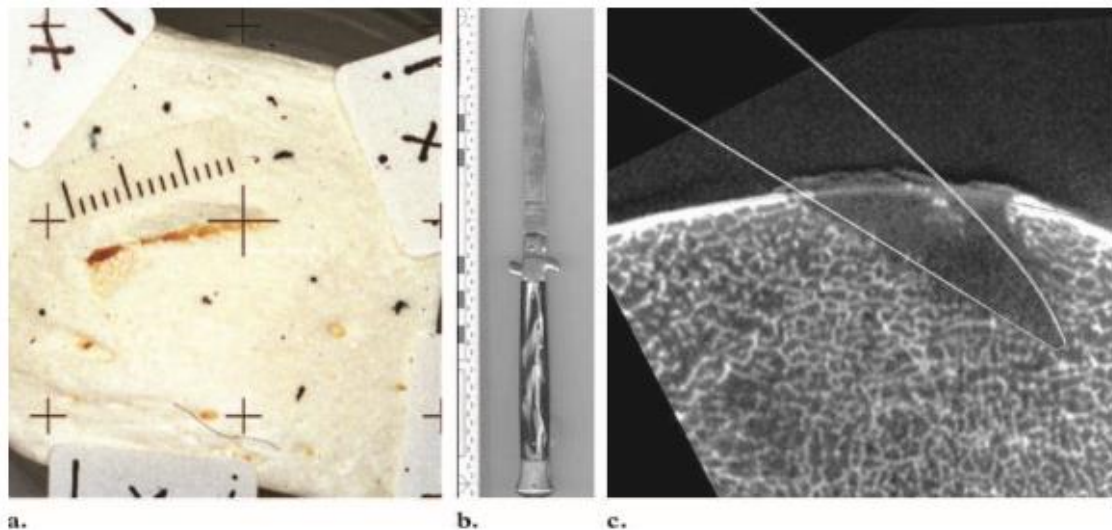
Micro-TC forense en un caso de lesión de fuerza aguda. (A) La fotografía muestra un defecto óseo que debía ser investigado y comparado con un cuchillo que se sospechaba que había causado la lesión. (B) La fotografía muestra el cuchillo. (C) En una microtomografía obtenida ortogonal a la lesión ósea, se superponen las dimensiones de la cuchilla, permitiendo la inclusión de la cuchilla en el grupo de posibles instrumentos causantes de lesiones⁸.
